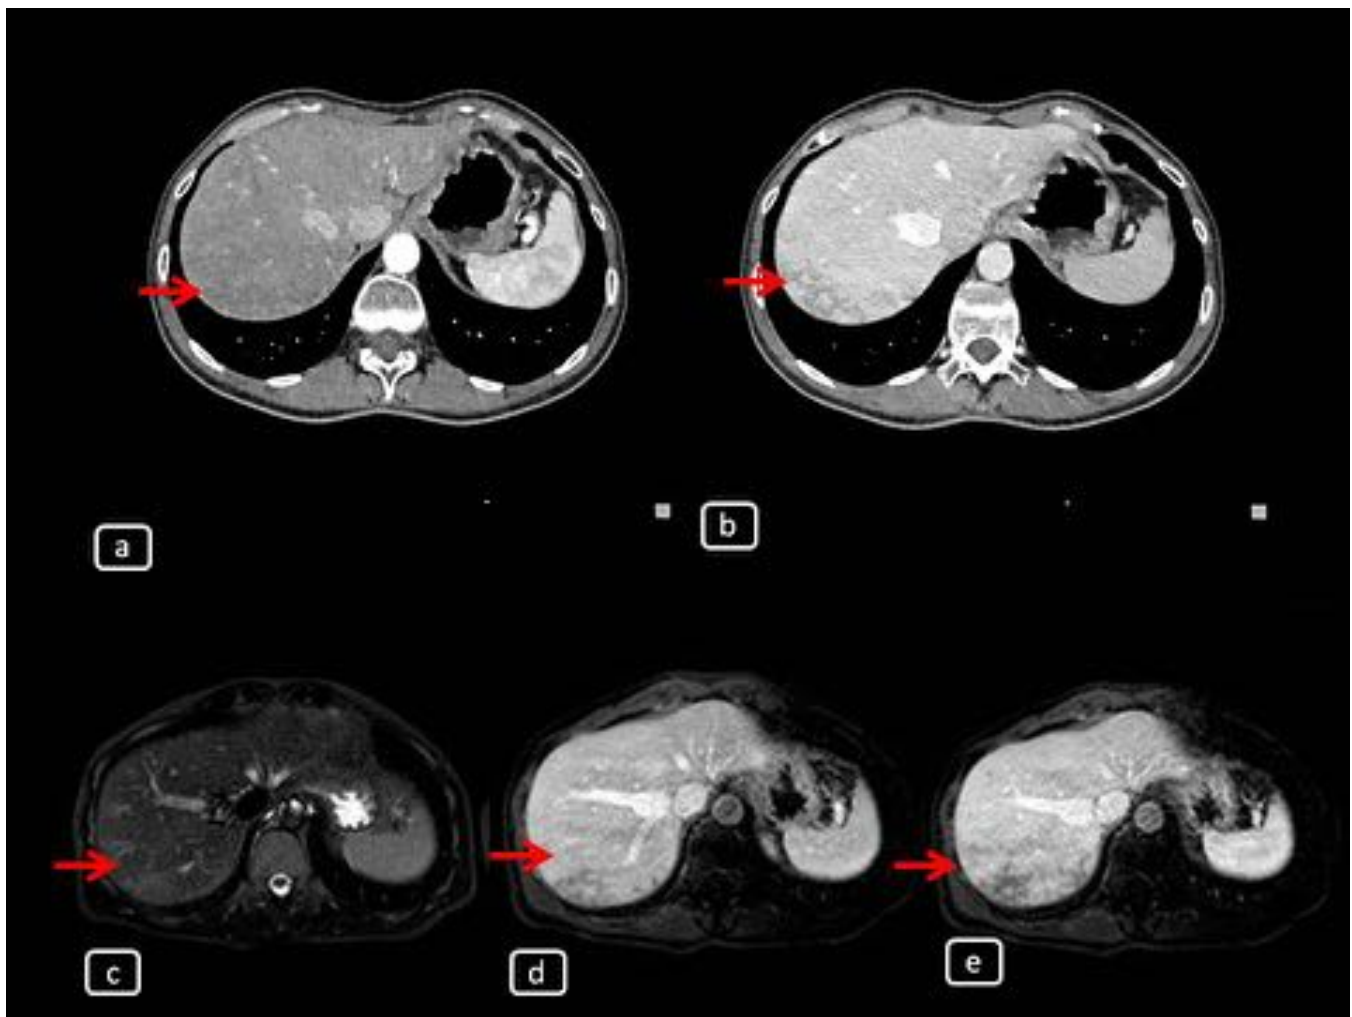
FIGURA 11. (a y b): CORTES AXIALES DE CT ABDOMINAL DONDE SE EVIDENCIAN AREAS DE ALTERACION DEL REALCE DEL PARENQUIMA (FLECHA ROJA) CON FOCOS DE HIPOCAPTACION SUBCAPSULAR EN SEGMENTOS VII Y VIII. (c); SECUENCIA AXIAL STIR CON AREAS DE HIPERSEÑAL SUBCAPSULARES EN SEGMENTOS VII Y VIII. (d y e); SECUENCIA AXIAL T1 FAT-SAT POSTGADOLINIO CON FOCOS DE HIPOCAPTACION SUBCAPSULARES EN SEGMENTOS VII Y VIII EN PACIENTE CON TRATAMIENTO QUIMIOTERAPICO SUGESTIVO DE SINDROME SINUSOIDAL OBSTRUCTIVO.
